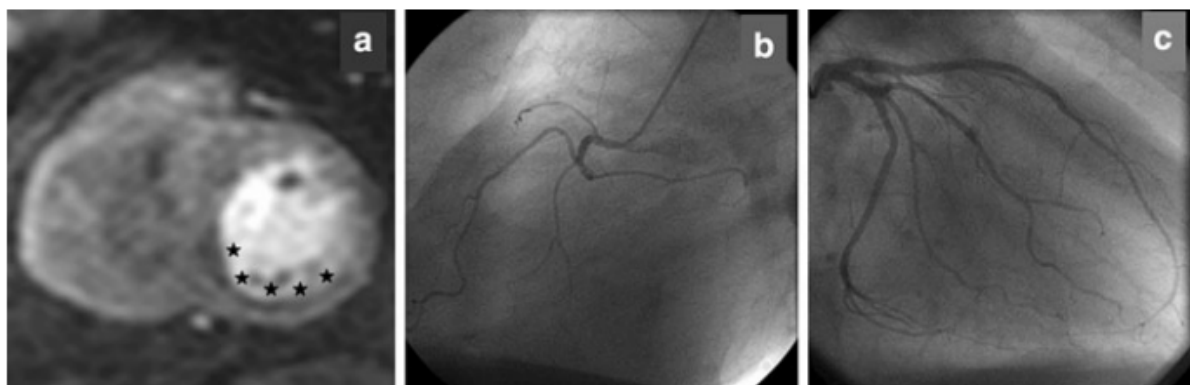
IRM de stress à l'adénosine et angiographie coronaire. A : Présence d'une ischémie inféro-latérale. B : Artère coronaire droite de petit calibre sans sténose angiographiquement significative. C : Réseau gauche dominant. (Issu de Pilz et al, Clin Res Cardiol, 2011⁸⁰)
